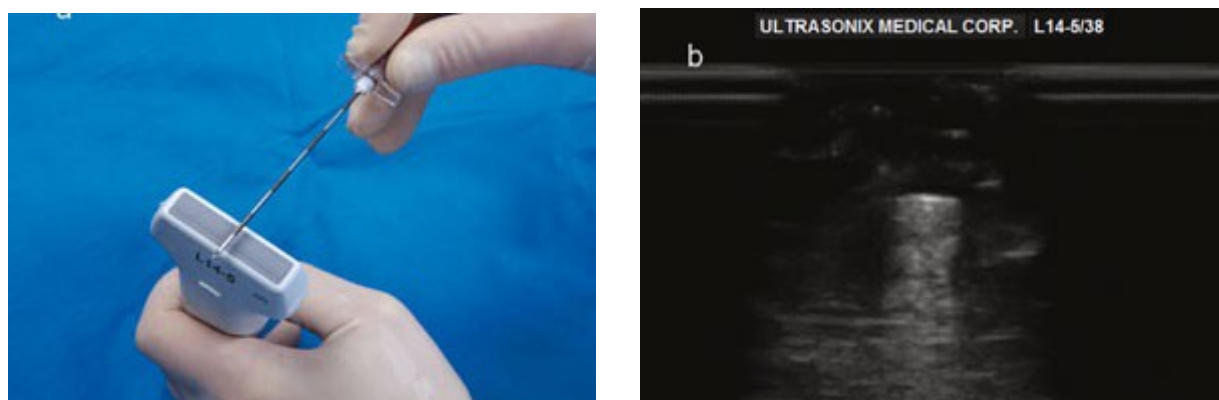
Photographie et image échographique d'une orientation de l'aiguille hors du plan dont la pointe est au-delà du faisceau d'ultrasons
